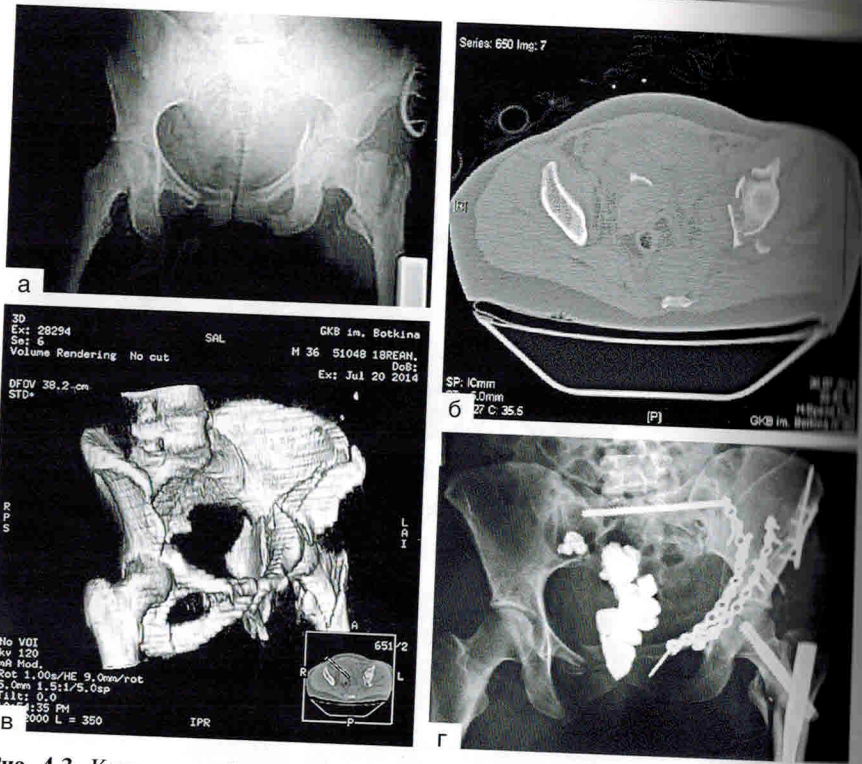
Клинический пример 1: а — рентгенограмма пациентки в передней задней проекции: перелом обеих колонн слева со смещением, перелом квадрилатеральной поверхности со смещением; перелом обеих лонных и седалищных костей справа со смещением, перелом боковой массы крестца слева. Оскольчатый перелом крыла левой подвздошной кости со смещением; б — аксиальная компьютерная томография таза с переломом квадрилатеральной поверхности со смещением; в — 3D-реконструкция перелома передней колонны, перелома квадрилатеральной поверхности с переходом на переднюю колонну и лонную кость; г — рентгенограмма того же пациента в передней задней проекции после выполненной открытой репозиции и внутренней фиксации с фиксацией реконструктивными пластинами обеих колонн и крыла подвздошной кости, фиксацией перелома проксимального отдела бедра PFN и перелома крестца длинным канюлированным винтом; д — 3D-реконструкция таза после выполненной открытой репозиции и внутренней фиксации с фиксацией реконструктивными пластинами обеих колонн; е — аксиальная компьютерная томография таза после выполненной открытой репозиции и внутренней фиксации с фиксацией реконструктивными пластинами обеих колонн (материал любезно предоставлен зав. травматологическим отделением № 27 ГКБ им. С.П. Боткина, канд. мед. наук С.В. Донченко)
